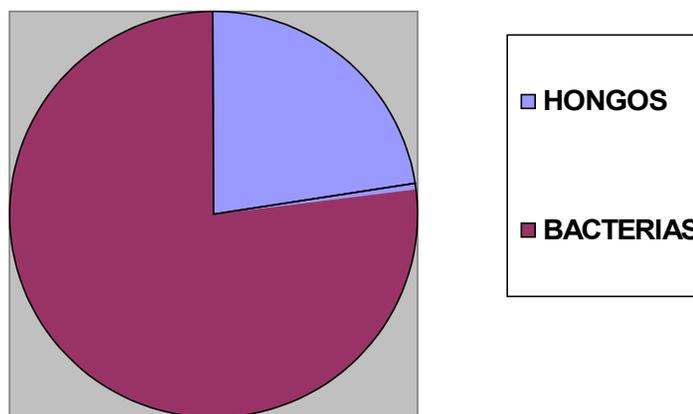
PACIENTES CON ETIOLOGIA INFECCIOSA DE UN TOTAL DE 13 REPORTADOS SE IDENTIFICARON 3 POR HONGOS Y 10 POR BACTERIAS EL EQUIVALENTE A 23 Y 77% DE LA POBLACIÓN RESPECTIVAMENTE
